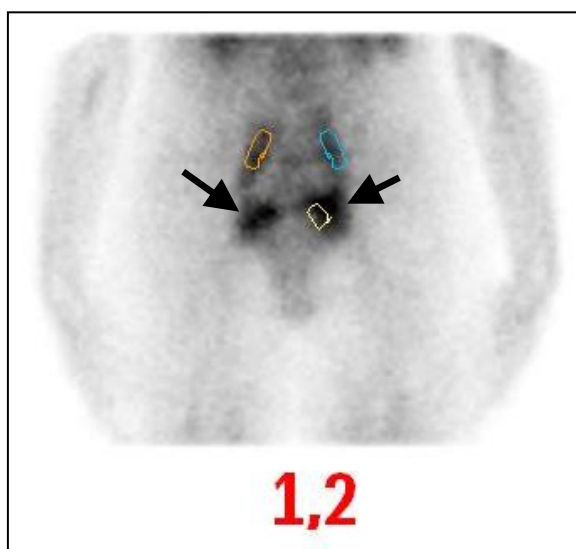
Сцинтиграмма больной Н. до начала компрессионного лечения. Стрелками указано депонирование РФП в левом и правом параметрии. $K_{твп}=1,2$
